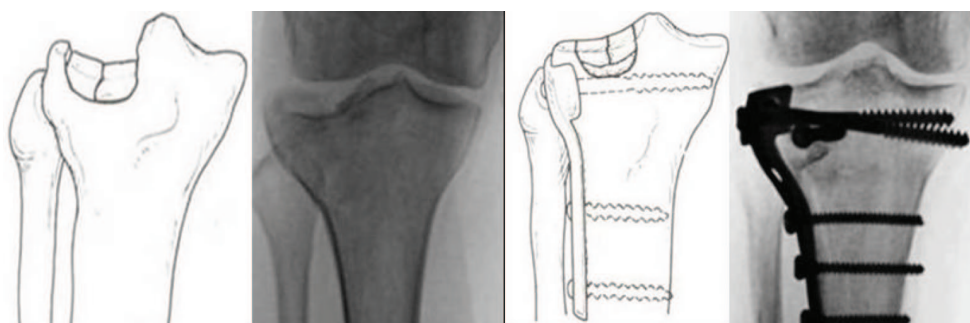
Схеми та рентгенограми перелому тип VII до та після оперативного втручання
